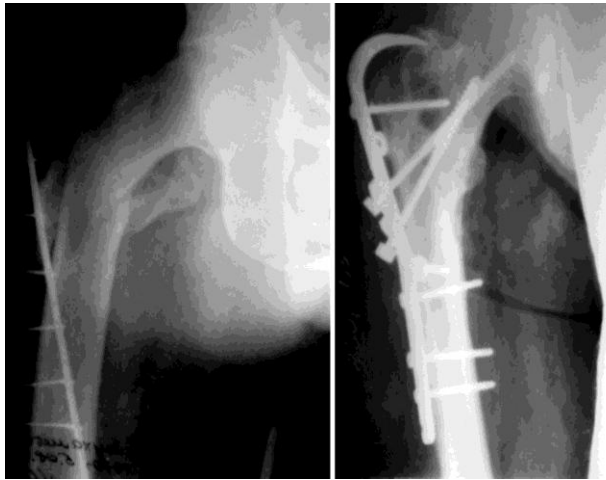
Рентгенограммы тазобедренного сустава в прямой проекции больного Г. до и после операции
